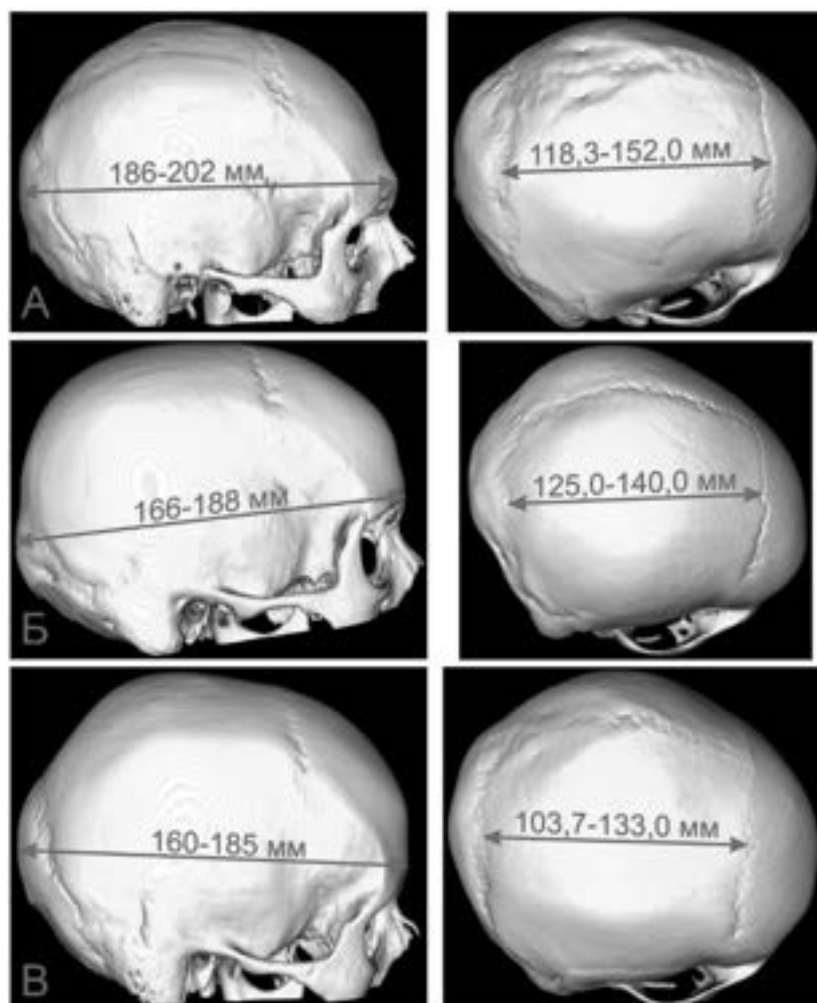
Співвідношення довжини тім'яних кісток з певною будовою мозкового черепа: А – доліхокранія (КТ № 1930); Б – мезокранія (КТ № 1931); В – брахікранія (КТ № 1919)
